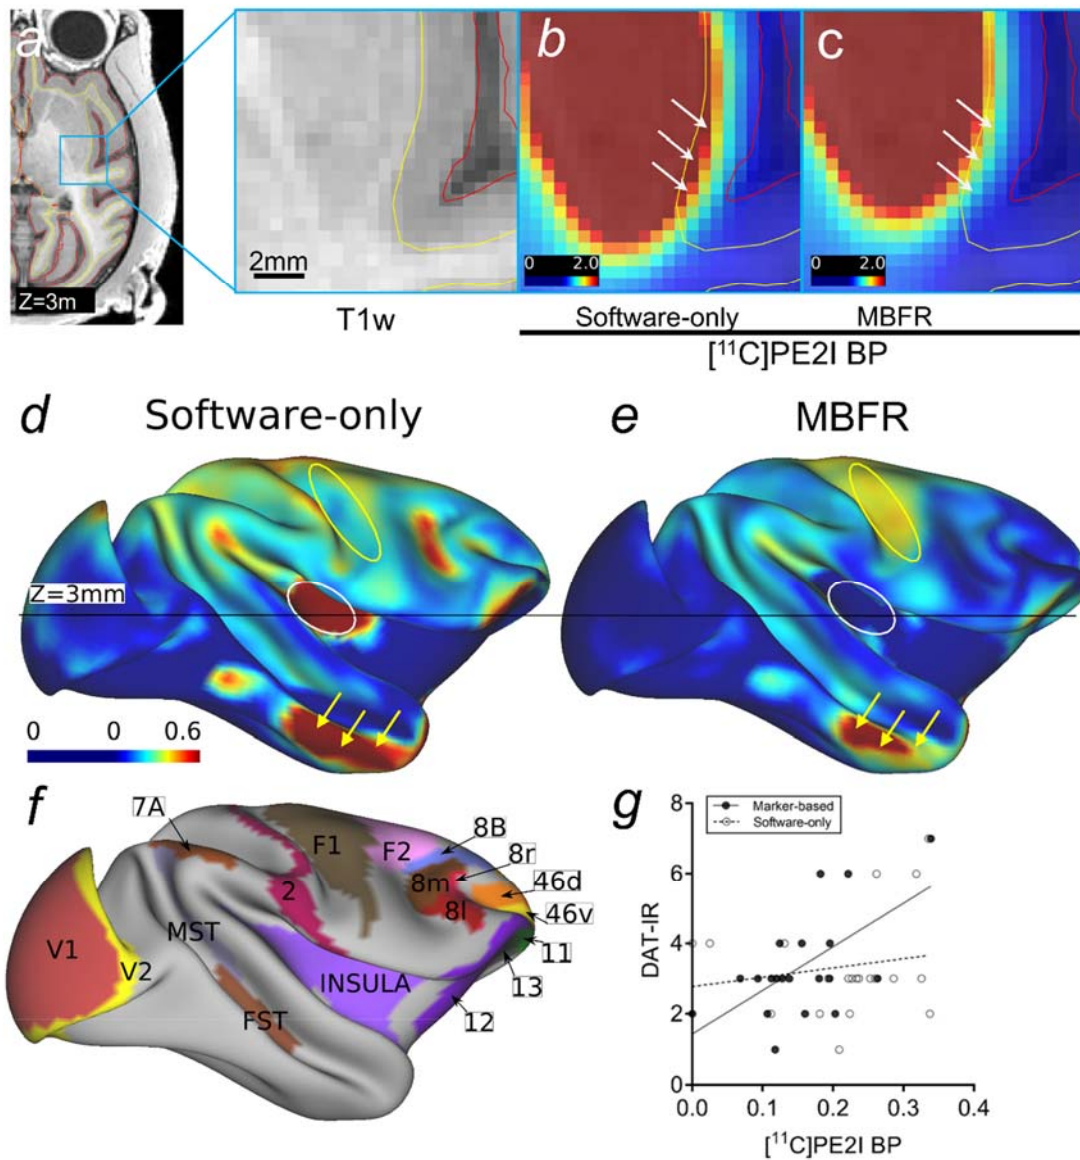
MBFR 法による高精度 PET 大脳皮質サーフェスマッピング
